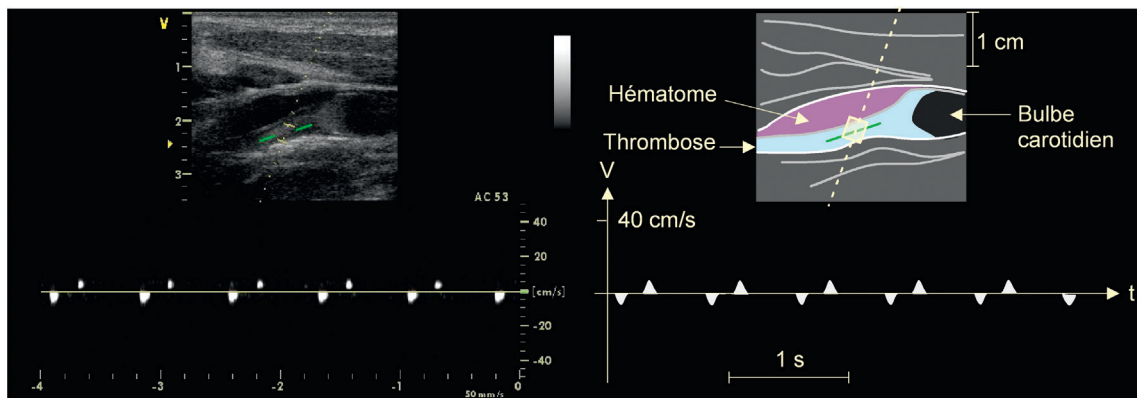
Occlusion totale, récente, de la carotide interne lors d'une dissection spontanée sous-adventitielle, créant un hématome de paroi oblitérant la lumière. Le mode Doppler pulsé n'enregistre qu'un bref impact systolique résultant de la « butée » de l'onde artérielle sur l'obstacle, sans véritable flux sanguin.
